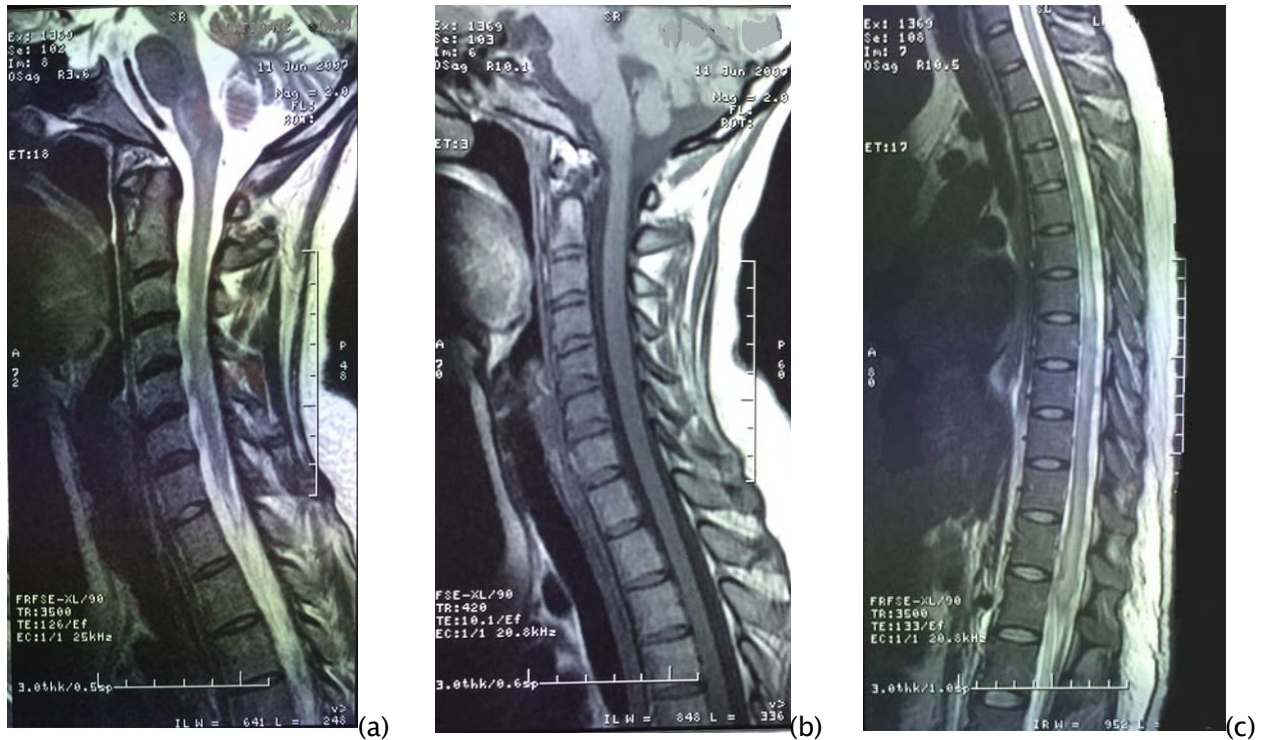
IRM médullaire en coupes sagittales passant par le rachis cervical en séquence pondérée T2 (a) et T1 (b) et par le rachis dorsolombaire en séquence pondérée T2 (c) chez une patiente âgée de 30 ans présentant des céphalées, des rachialgies et une paraplégie des 2 MI (tableau de méningo-encéphalomyélite). Lésions en plage et nodulaire, en hypersignal T2 (a,c) et hyposignal T1, intéressant l'ensemble de la moelle et étendue vers la région bulbaire. Ces lésions s'étendent pour certaines sur une hauteur supérieure à 2 vertèbres ; elles sont responsables d'un élargissement de la moelle surtout à l'étage dorso-lombaire.
